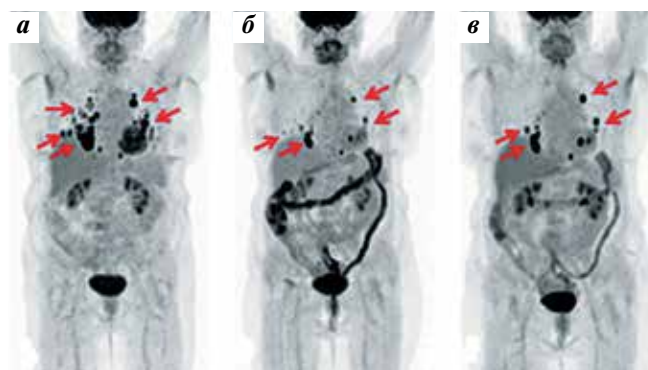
Позитронная эмиссионная томограмма больной Р., 1953 г.р., с радиойодрезистентным папиллярным РЩЖ (все тело в режиме проекции максимальной интенсивности, стрелками указаны некоторые опухолевые очаги). Динамика изменений до начала таргетной терапии (а) и в процессе терапии сорафенибом: положительная динамика (б) и прогрессирование (в)
